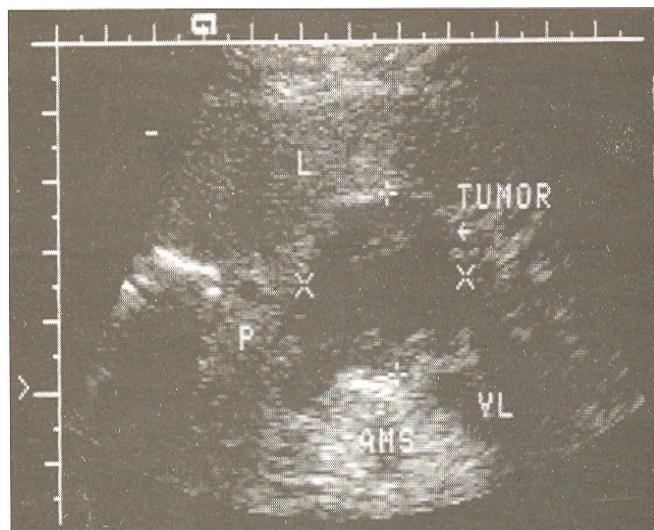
USG. Formațiune hipocogenă pe aria de proiecție a capului pancreatic
